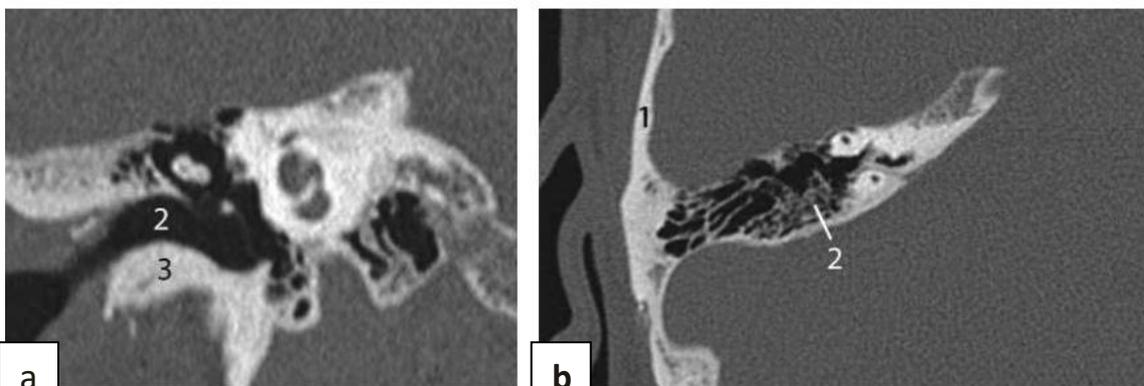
a) TDM, coupe coronale : (1) Écaïlle verticale ; (2) méat acoustique externe ; (3) os tympanal.
